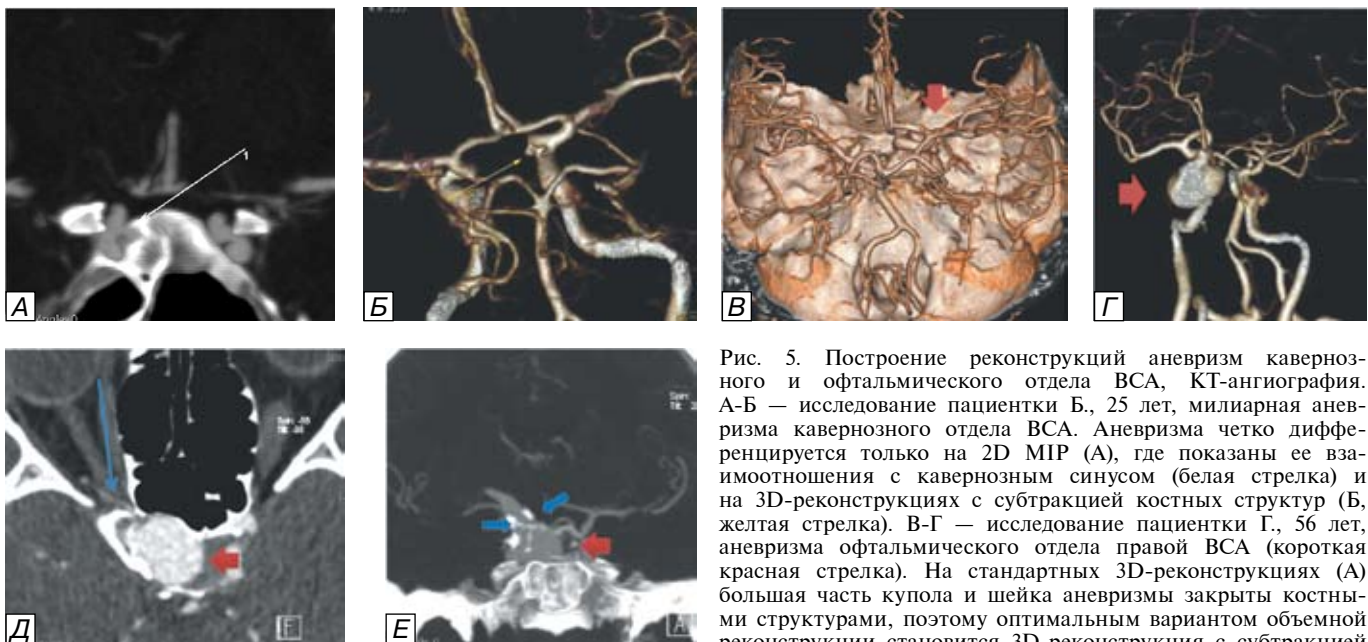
Построение реконструкций аневризм кавернозного и офтальмического отдела ВСА, КТ-ангиография. А-Б — исследование пациентки Б., 25 лет, милиарная аневризма кавернозного отдела ВСА. Аневризма четко дифференцируется только на 2D MIP (А), где показаны ее взаимоотношения с кавернозным синусом (белая стрелка) и на 3D-реконструкциях с субтракцией костных структур (Б, желтая стрелка). В-Г — исследование пациентки Г., 56 лет, аневризма офтальмического отдела правой ВСА (короткая красная стрелка). На стандартных 3D-реконструкциях (А) большая часть купола и шейки аневризмы закрыты костными структурами, поэтому оптимальным вариантом объемной реконструкции становится 3D-реконструкция с субтракцией костных структур (Б), позволяющая оценить взаимоотношения аневризмы с прилежащими сосудами и показать форму шейки. Д-Е — исследование пациентки А., 56 лет, аневризма офтальмического сегмента правой ВСА (короткая красная стрелка), 2D MIP. В косой аксиальной проекции (Д) тонким срезом показан уровень отхождения правой глазной артерии от пришеечной части аневризмы (стрелка). В коронарной проекции (Е) хорошо видны массивные кальцинаты в стенке несущей артерии и в пришеечной части аневризмы (короткие синие стрелки). Fig. 5. The creation of cavernous and ophthalmic aneurysms reconstructions, CT-angiography. А-Б — examination of patient Б., 25 years old, miliary cavernous aneurysm. Aneurysm is clearly seen only on 2D MIP scans (A), where its relationships with cavernous sinus (white arrow) is demonstrates as well as on 3D-reconstructions with subtraction of bony structures (Б, yellow arrow). В-Г — examination of patient Г., 56 years old, ophthalmic aneurysm of right ICA (short red arrow). The routine 3D-reconstruction (A) demonstrates that the most part of aneurysmal neck and dome are closed by bony structures that is why the optimal variant for reconstruction is 3D-reconstruction with subtraction of bony structures (Б), allowing estimating the relationship between aneurysm and surrounding vessels and demonstrating the aneurysmal neck. Д-Е — examination of patient А., 56 years old, right ophthalmic aneurysm (short red arrow), 2D MIP. The thin slice in oblique axial projection (Д) demonstrates the level of ophthalmic artery arising from aneurysmal neck (arrow). The coronal projection (Е) demonstrates massive calcinates in the wall of parent artery and aneurysmal neck (short blue arrows).
